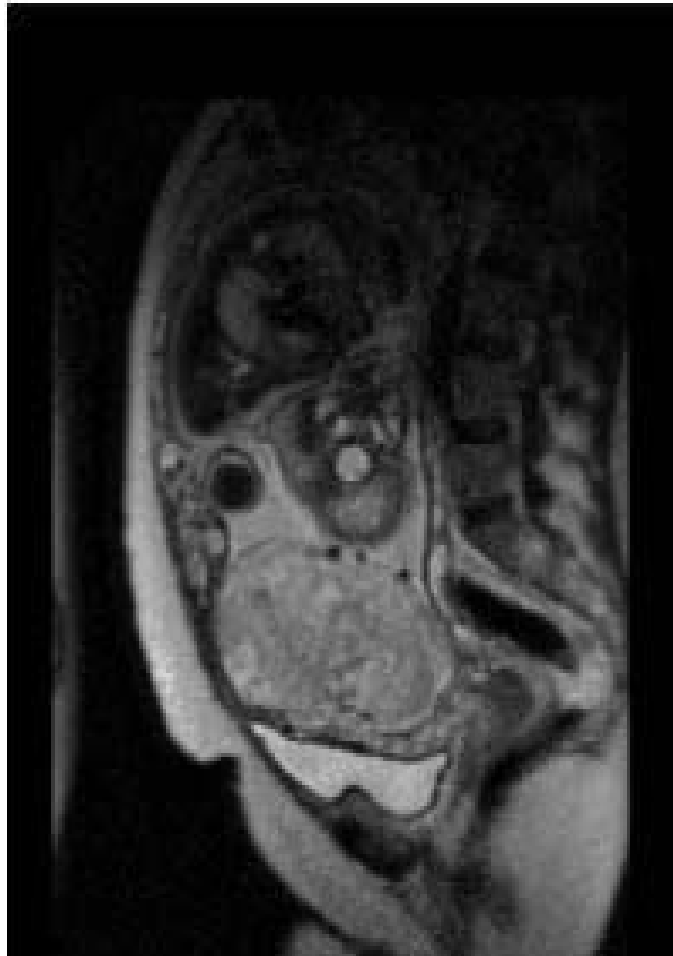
IRM placentaire en coupe sagittale, séquence T2, bombement utérin/placentaire.[85]
